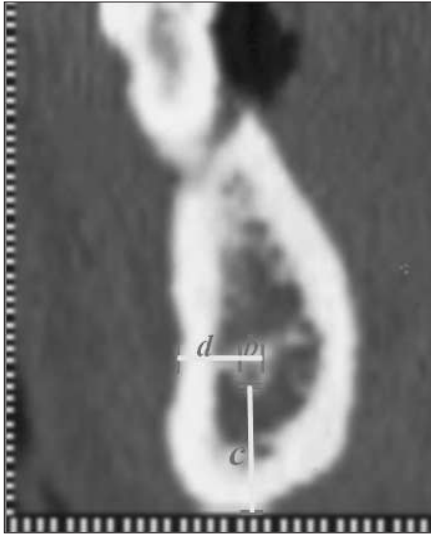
Linear measurement of the incisive canal were performed on cross sectional CT image.
